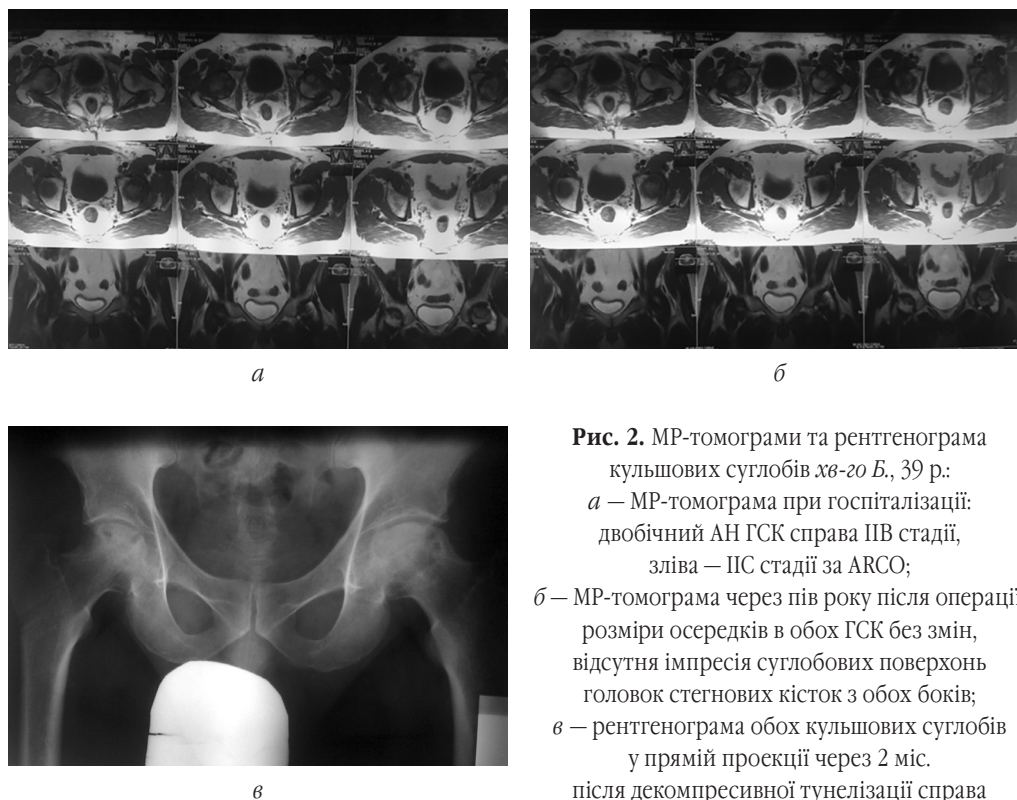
МР-томограми та рентгенограма кульшових суглобів хв-го Б., 39 р.:
